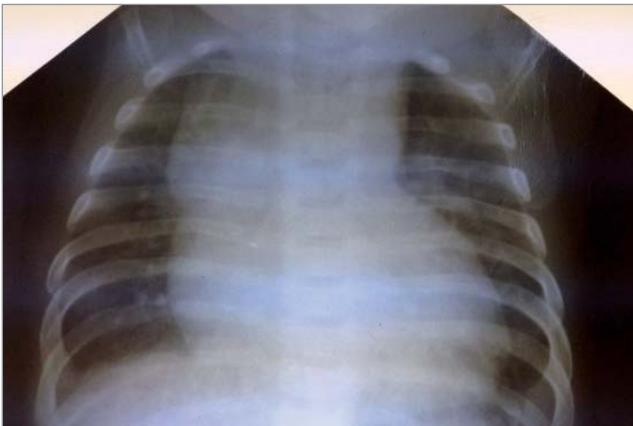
Рентгенограма органів грудної клітини у віці 3,5 міс.
